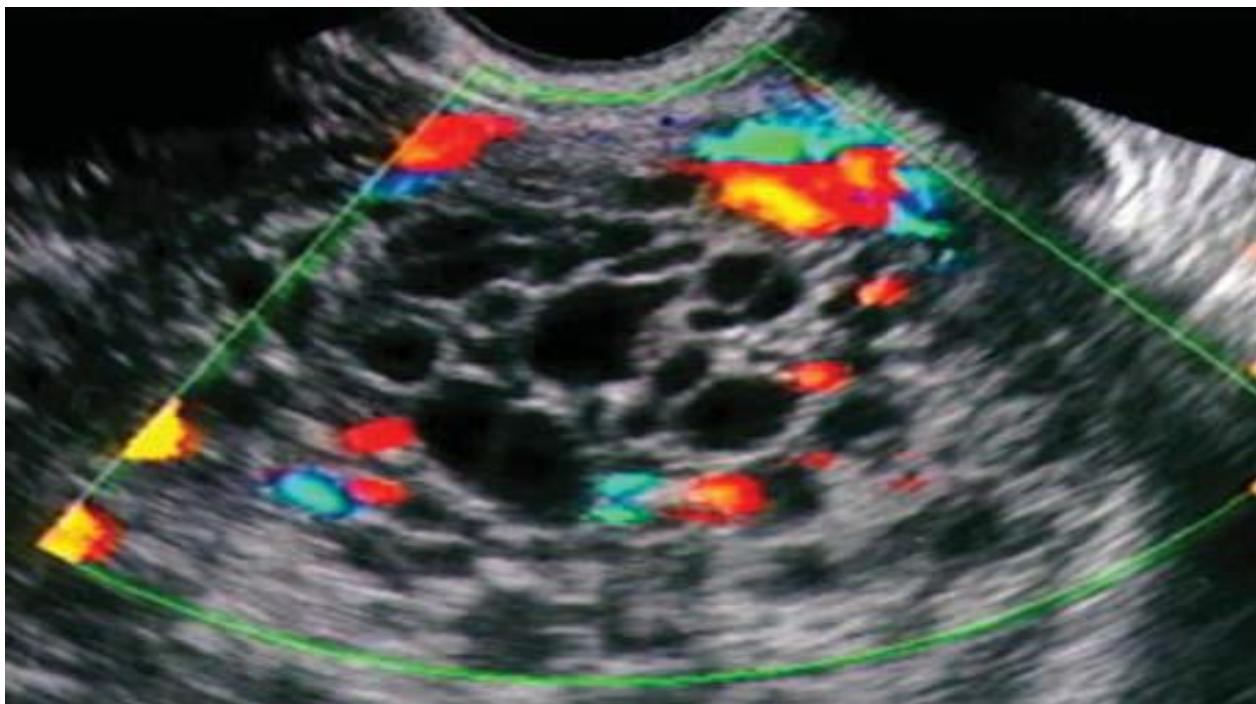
УЗИ картина инвазивного пузырного заноса в режиме доплеровского картирования кровотока. (Больная Х., 1983 г.р.)
